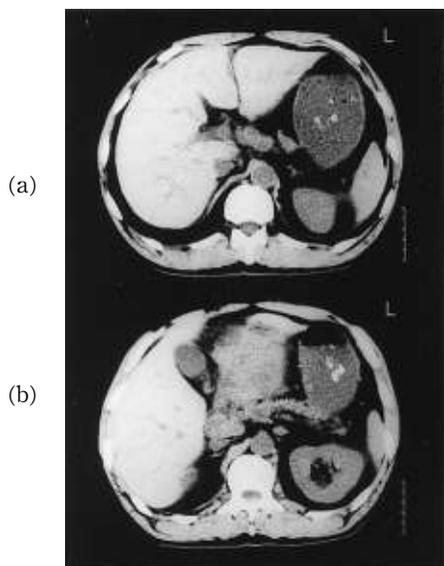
Impression of lymph node swelling (a) and TS4 (b) on CT scan
